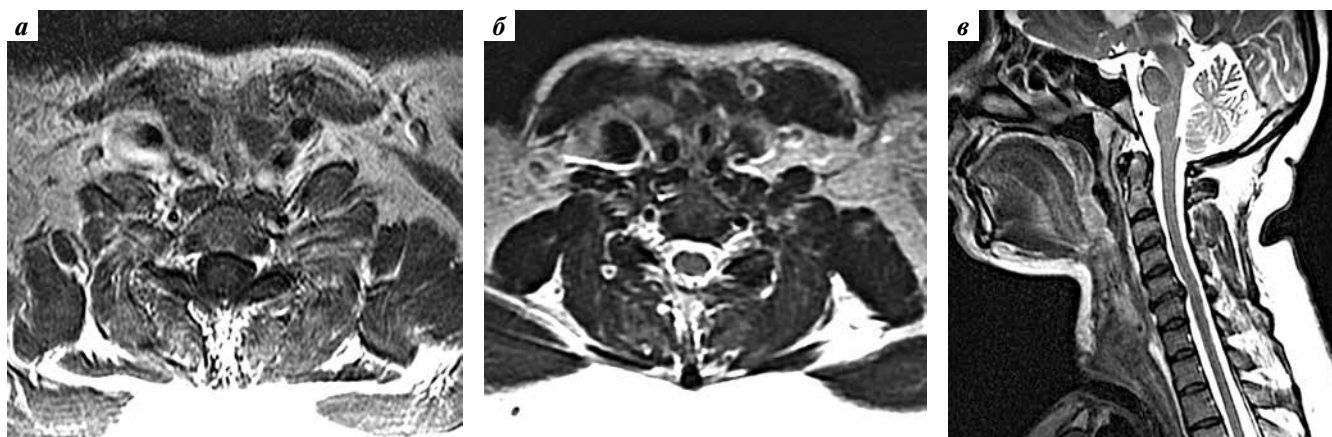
Магнитно-резонансная томография мягких тканей шеи с внутривенным контрастированием, выполненная через 1 мес после хирургического лечения: а — режим T1, аксиальная проекция. Серомы в ложе щитовидной железы; б — режим T2, аксиальная проекция. Область ложа удаленной опухоли, сформированная глотка, рецидива нет; в — режим T2, сагиттальная проекция. Данных, подтверждающих рецидив опухоли, нет
